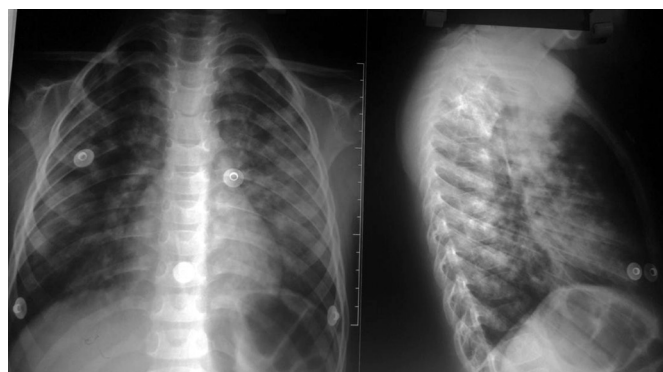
Radiografía de tórax tomada después de 24 horas de tratamiento con oxígeno y reposo hospitalario. Se aprecia resolución parcial de los infiltrados alveolares.
